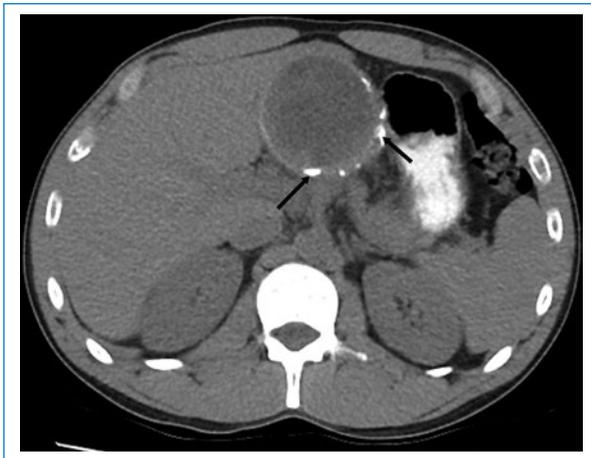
Tomografía computada de abdomen sin contraste intravenoso, corte axial: se observa en el segmento hepático II una lesión focal redondeada hipodensa, de contornos parcialmente calcificados (flechas). Gharbi tipo IV-CE4.
